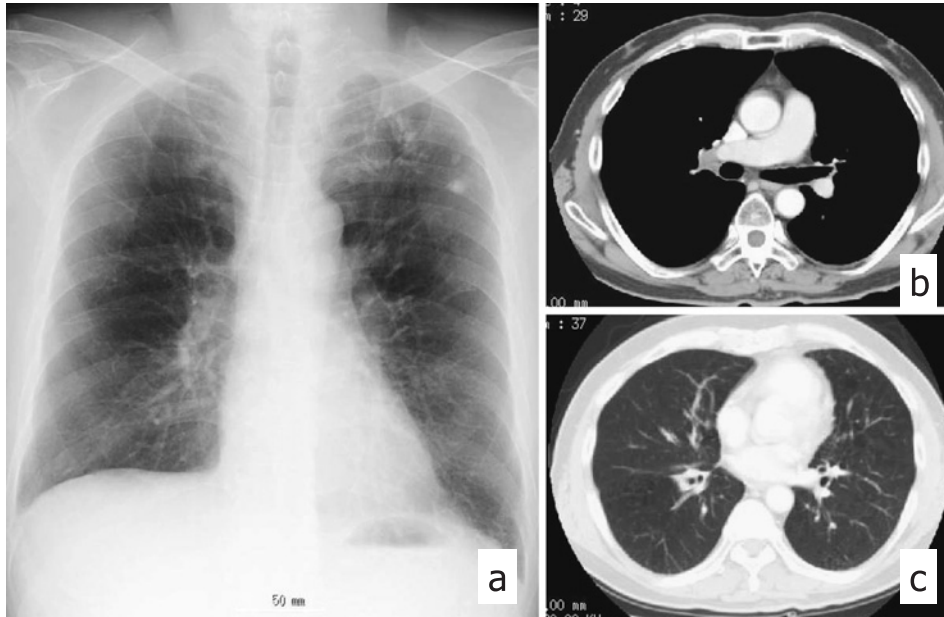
Chest radiograph (a) and chest CT scans (b, c) during chemoradiotherapy on January, 2006 show apparent reduction in tumor size.
